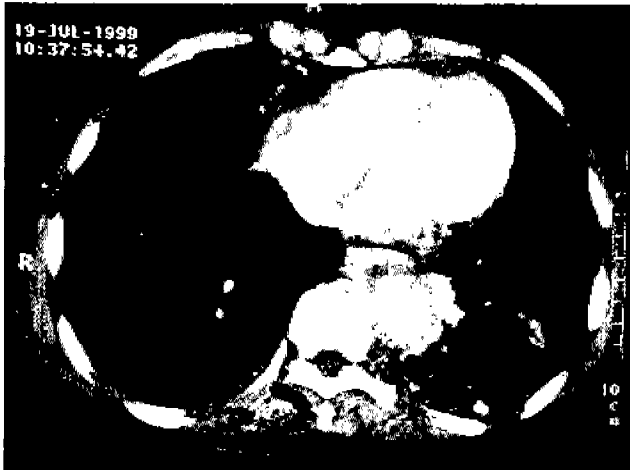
Follow up chest computed tomography 1 year after insertion of stent graft in thoracic aortic aneurysm
